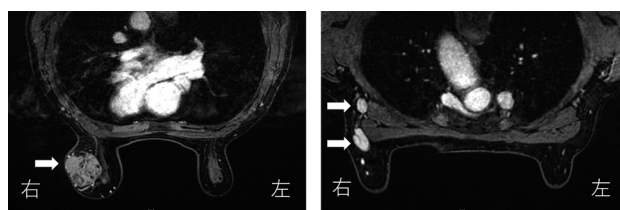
Preoperative MRI Imaging
